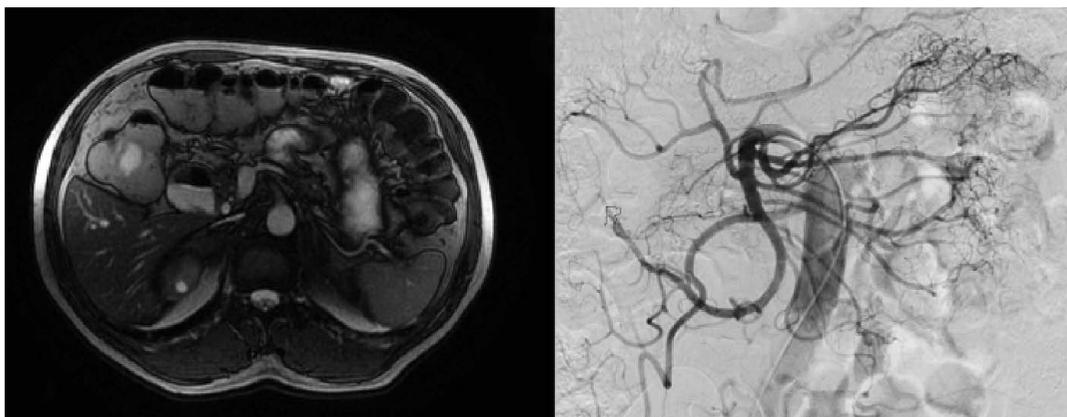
Enterorresonancia y arteriografía en las que no se observan alteraciones.
